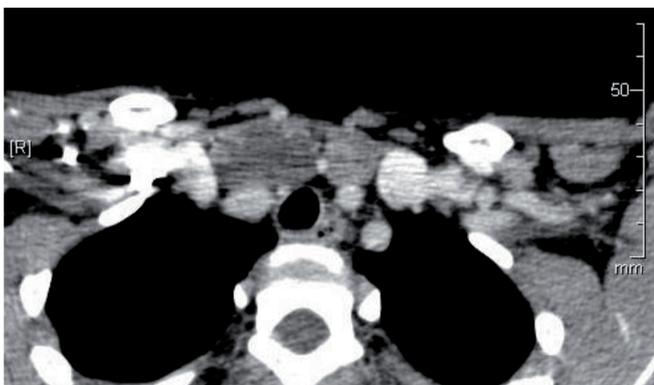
Imagem de tomografia computadorizada revelando lesão multiloculada, com modelagem da traqueia.
